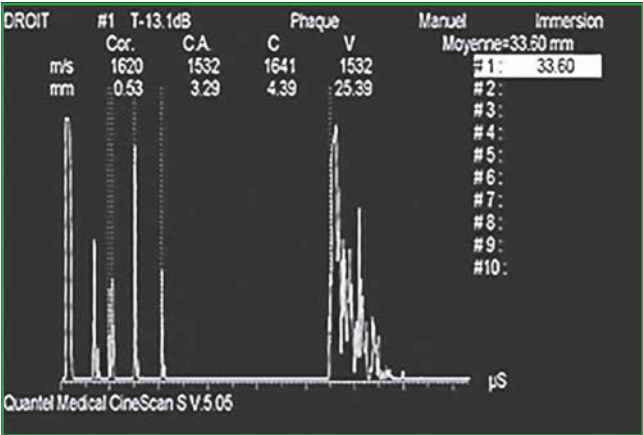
Échographie en mode A (amplitude) avec une visualisation des pics selon leur angle et leur hauteur par rapport à la ligne de base.
